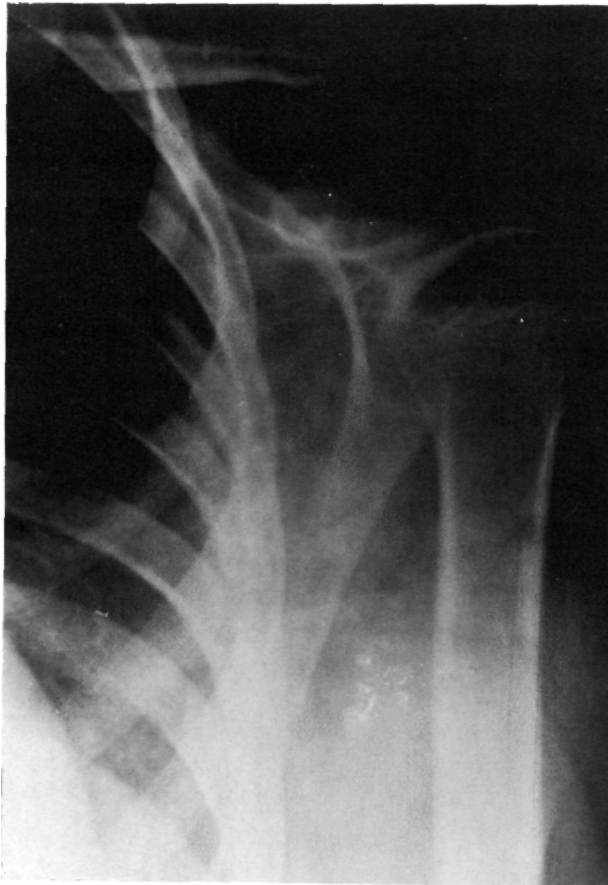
Radiografía al año de la intervención en la que se observa la perfecta reducción con distancia coracoclavicular menor de 15 mm. y la calcificación de los ligamentos.
